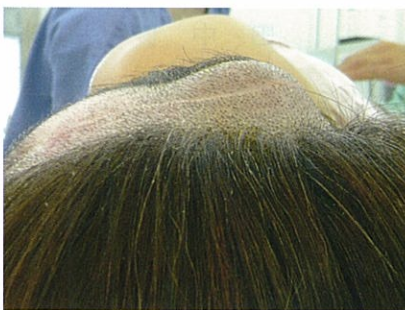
左：後頭部腫瘍部肉眼像 右：術前頭部CT(2008年4月11日)
